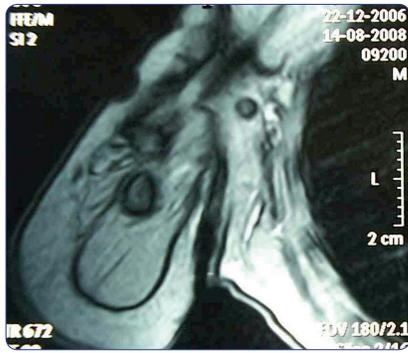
Resonancia nuclear magnética del lipoblastoma. Se observa la deformación del contorno normal del hombro sin compresión importante de las estructuras adyacentes.
